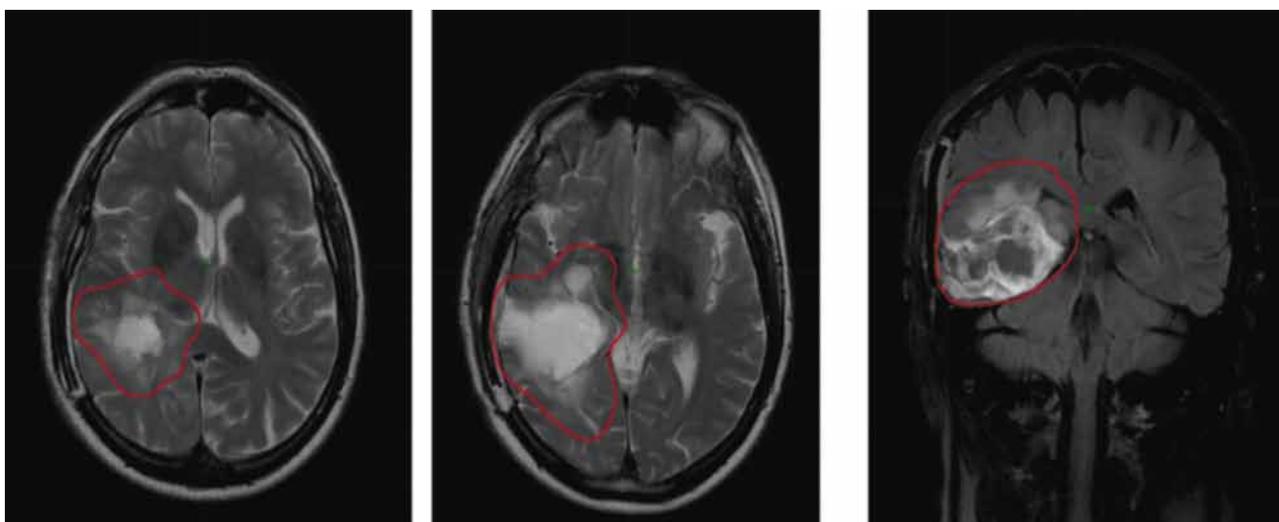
Красным цветом обозначен GTV1 = изменения в T2/FLAIR + послеоперационная полость, CTV1 = GTV1 +0.5 см, не пересекая естественные барьеры для роста опухоли СОД 46Гр
